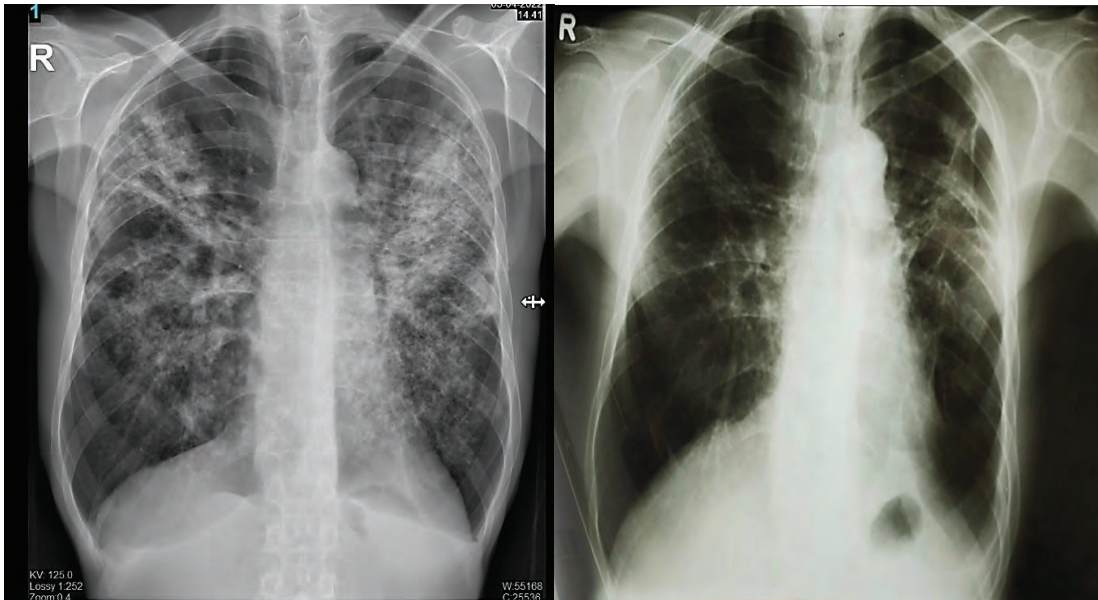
RTG srca i pluća urađen 10.05. na kojem se opiše ovalna zona povišene transparencije uz lateralni torakalni zid gornjeg plućnog polja desno u prilog parcijalnog pneumotoraksa; Zavod za kliničku radiologiju UKC RS.
